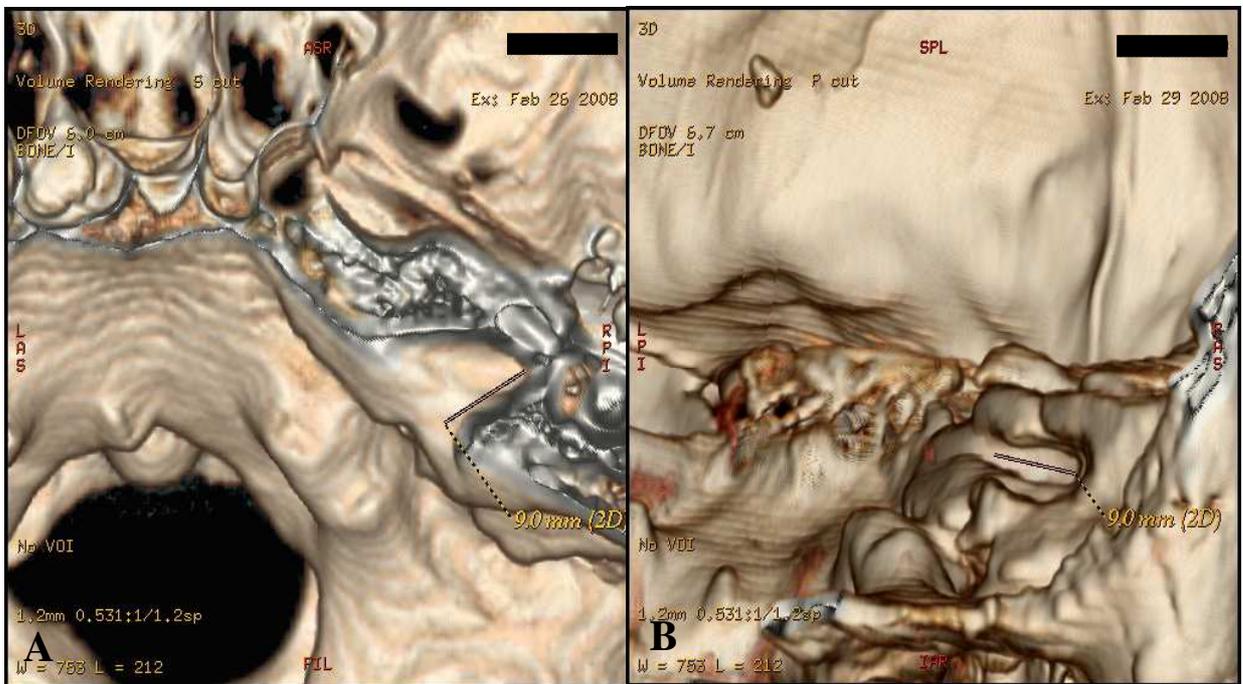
A e B - Reconstruções comparativas por TC 3D, com as etapas I e III deste estudo
